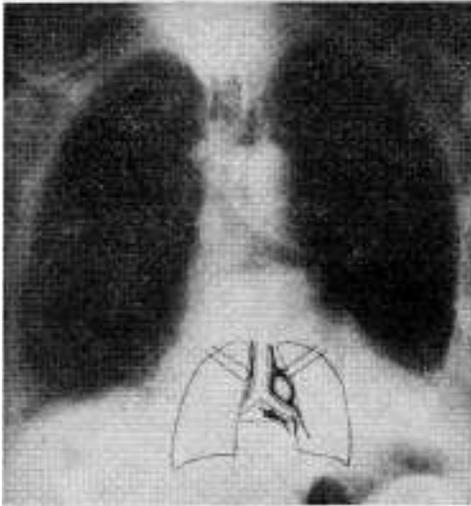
Radiografía de tórax simple de frente. Ensanchamiento del mediastino, enfisema mediastinal con aorta rodeada de aire, niveles mediastinales. Derrame pleural de base izquierda sin neumotórax.
